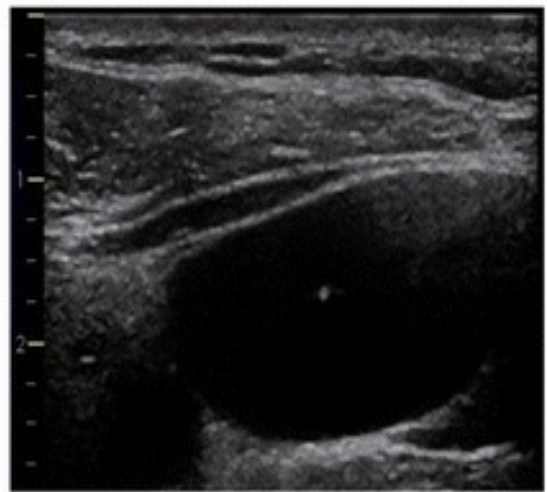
a) sonographische Darstellung der Gefäße in paramedian transversaler Schnittachse, b) Darstellung der A. carotis communis links nativ und mit Farbdoppler in rot und V. jugularis interna in blau (obere Bilder) sowie Komprimierung der Vene durch Druck (Bilder unten) (15)
